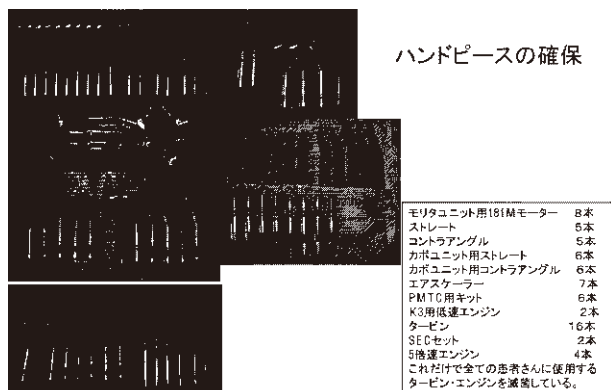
タービン・エンジンハンドピース、超音波スケーラーは円滑な治療のために1日量(数)を確保しておく。
